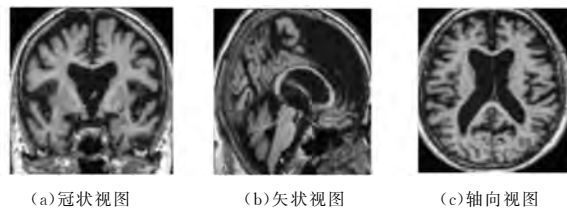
阿尔兹海默病 MRI 成像的 3 个切面
